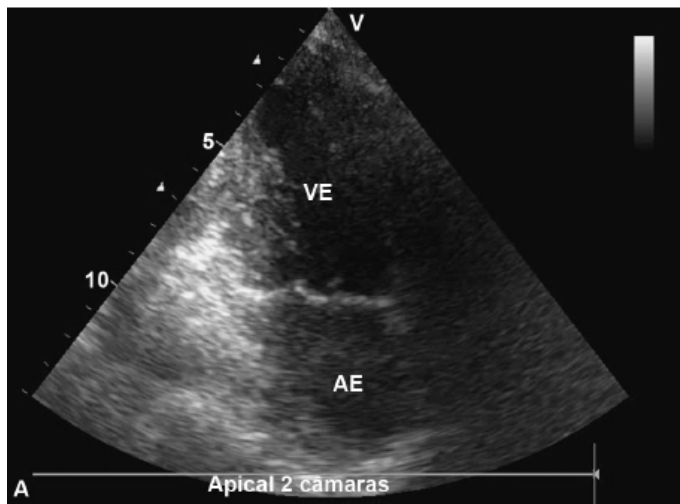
A e B. Plano apical, com a obtenção da visualização de 2-câmaras. AE = átrio esquerdo; VE = ventrículo esquerdo. Adaptada de Atlas of echocardiography (2013).²⁰
